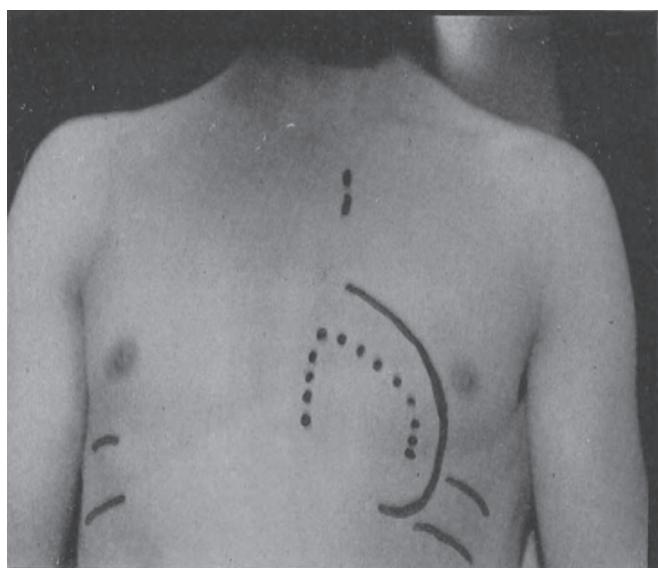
肺気腫。点線は打診による心縁。実線はX線透視による。両側乳頭下の実線は呼気時、吸気時の横隔膜の位置。いずれも正常よりも低位にある。左鎖骨内縁の下の破線は、大動脈弓の位置を示す。
